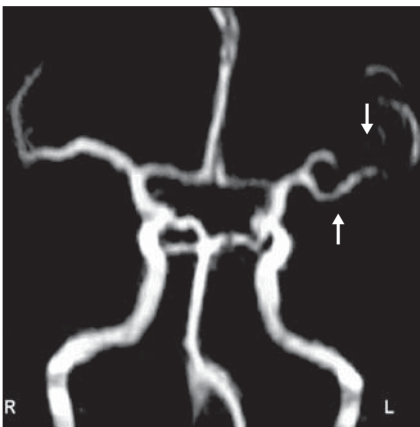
Angio-RM com técnica 3D TOF, em que se observam irregularidades parietais nos ramos distais da artéria cerebral posterior direita (setas).
